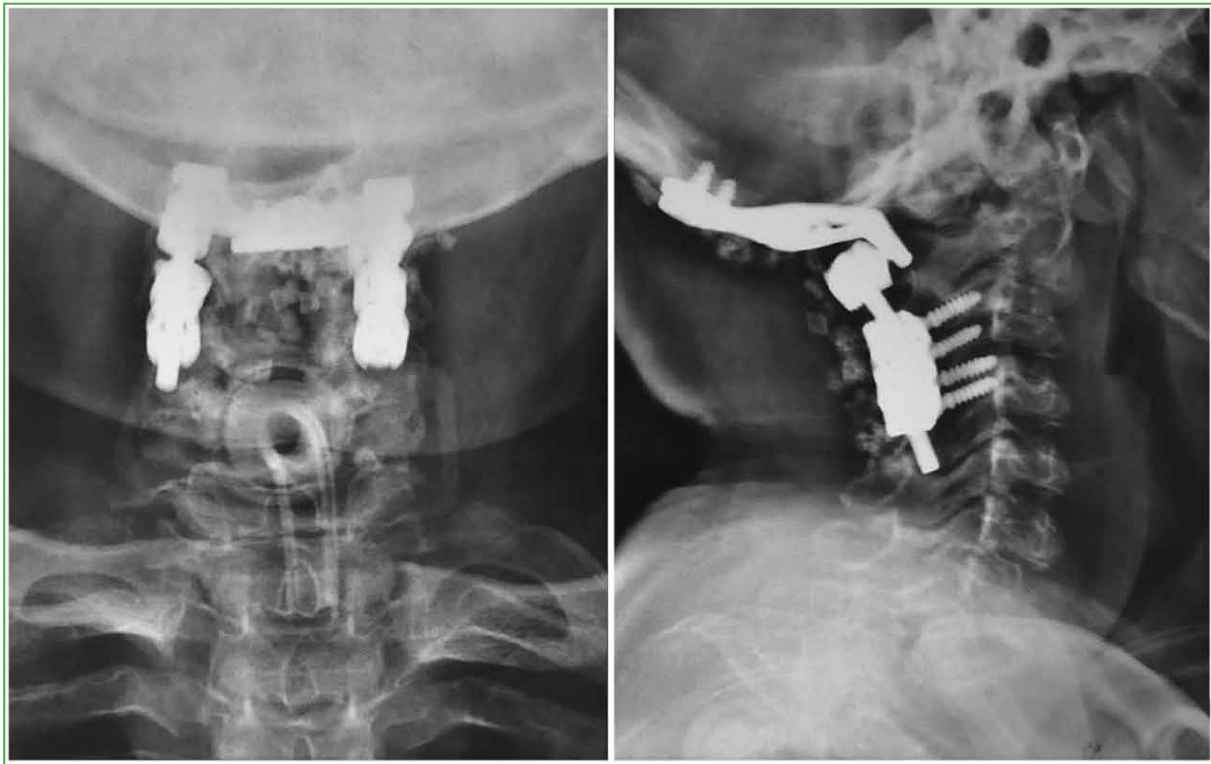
Radiografías cervicales, de frente y de perfil, a los 9 meses. Instrumental occipito-cervical (C0-4) sin signos de aflojamiento.
